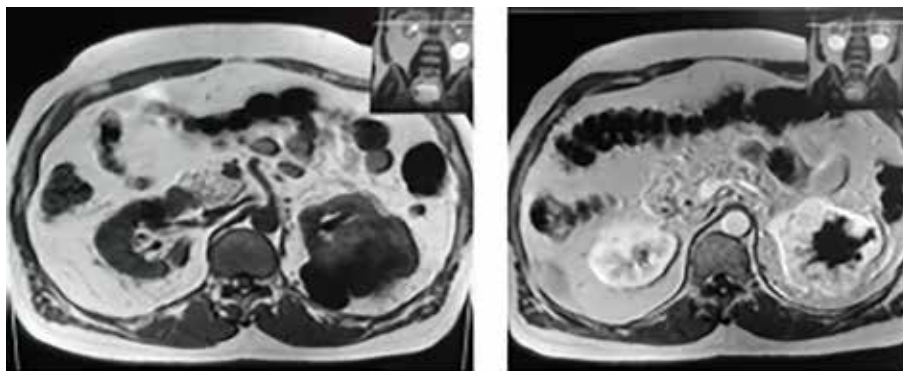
RMN. Abdomen-Pelvis 08/12/09.
